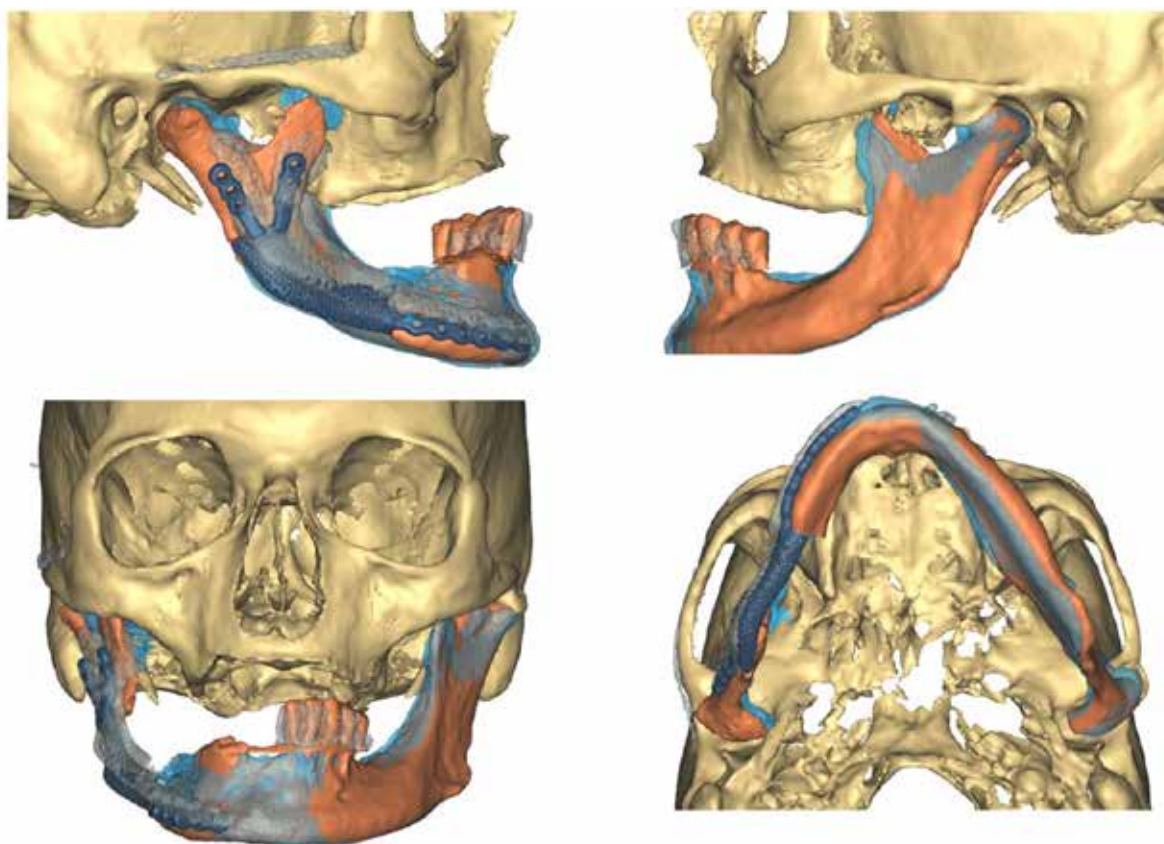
12-måneders postoperativ CBCT. Datasættet segmenteret og viser stabil rekonstruktion.
